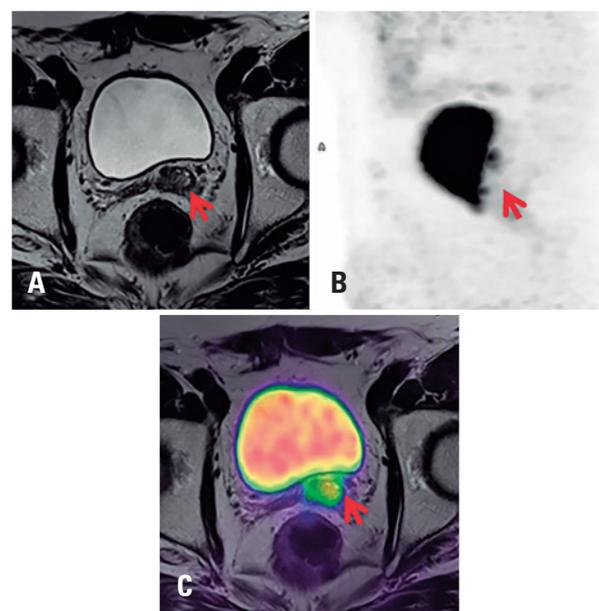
Imagens de PET/RM com ⁶⁸Ga-PSMA da pelve de um paciente com carcinoma prostático recorrente em resquício de vesícula seminal esquerda, com expressão acentuada de PSMA na lesão. (A) corte axial ponderado em T2 RM; (B) PET, projeção em máxima intensidade; (C) imagem fusionada de PET/RM, corte axial ponderado em T2
